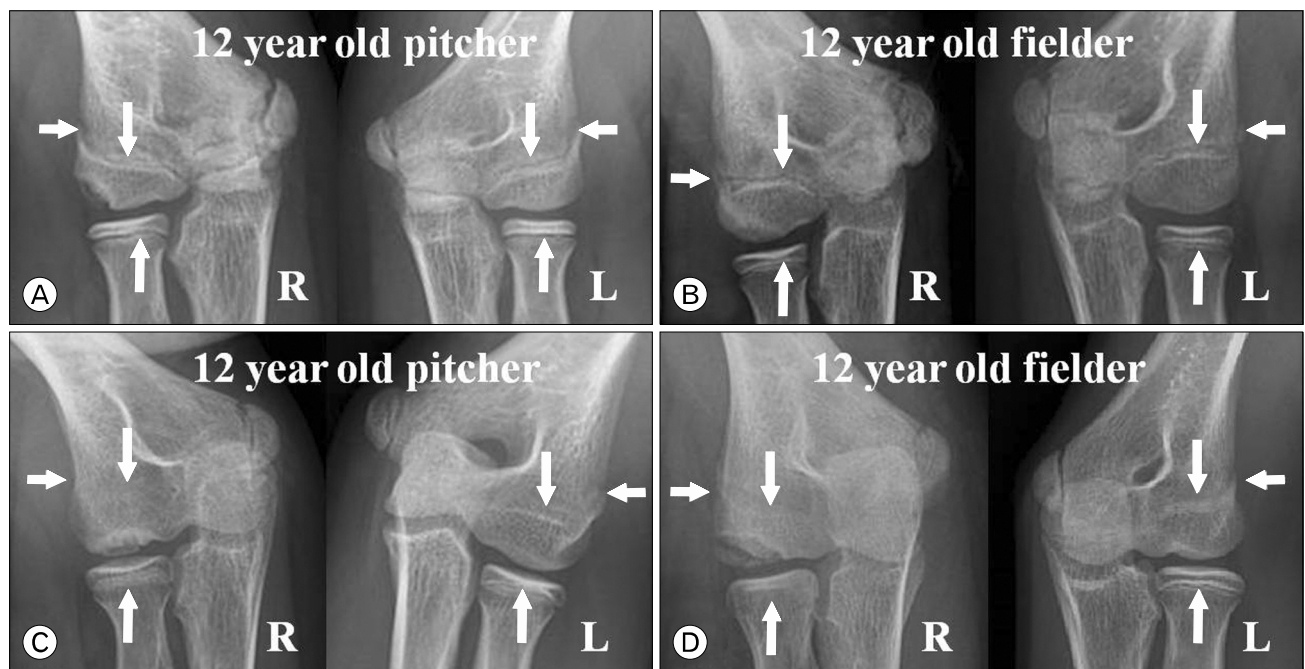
Bilateral 30° external rotation oblique plain radiographs according to the grade of osteochondritis dissecans. (A) Twelve-year-old pitcher with localized lateral type showed same status of lateral compartment physeal closure in both elbow. (B) Twelve-year-old fielder with radiolucent central type stage also showed same status. (C) Twelve-year-old pitcher with large fragmented central type showed earlier lateral compartment physeal closure than nondominant elbow. (D) Twelve-year-old fielder with extended lateral type showed premature lateral compartment physeal closure and asymmetry of radial head morphology. Arrows indicate each lateral compartment physes; lateral epicondyle, capitellum, radial head. R: right, L: left.
